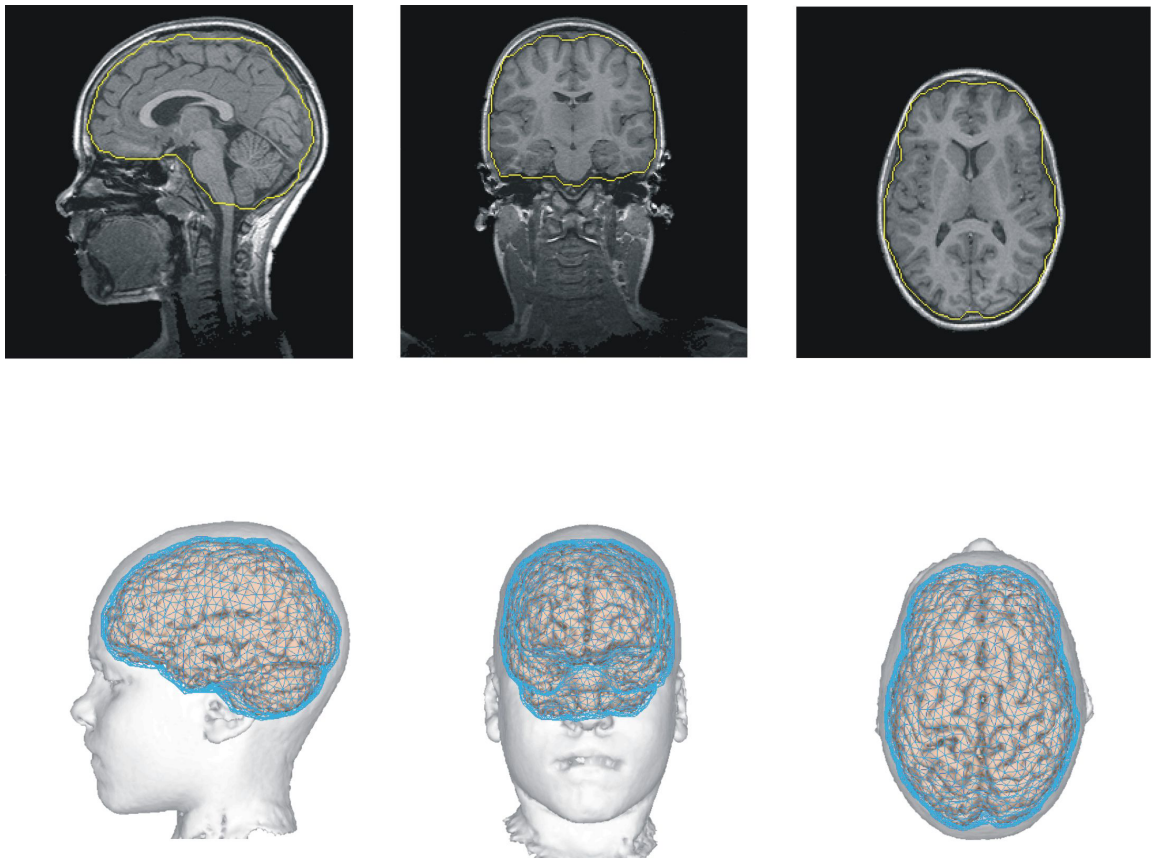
Erstellen eines Schalenmodells nach der Boundary Element Methode aus dem MRT-Datensatz des Patienten, *oben*: Aus der MRT Aufnahme des Patienten wird die Kortexoberfläche nachgebildet (gelbe Linie). *unten*: Die Oberfläche wird segmentiert und der Berechnung der BEM Matrix zugrunde gelegt (blaue Struktur).
